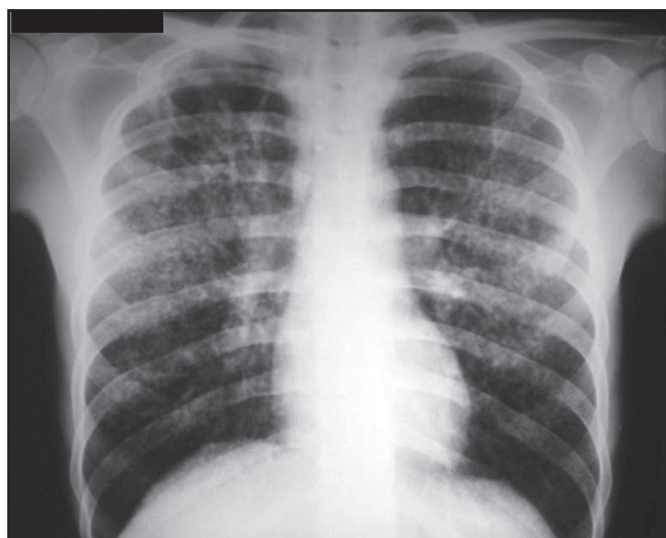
Radiografia de tórax no início da segunda internação
